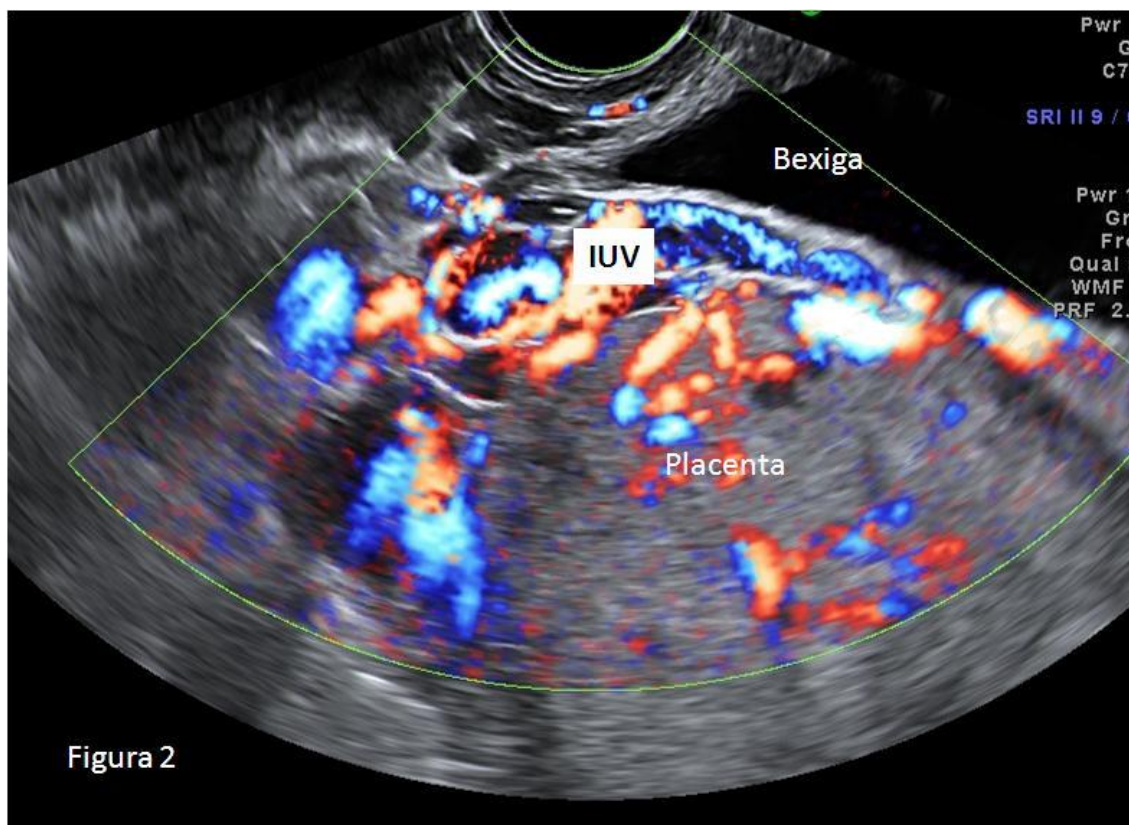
imagem realizada por ecografia transvaginal com power Doppler observando-se placenta prévia percreta com inúmeros lagos placentários muito vascularizados e presença de vasos na interface uterovesical (IUUV).
